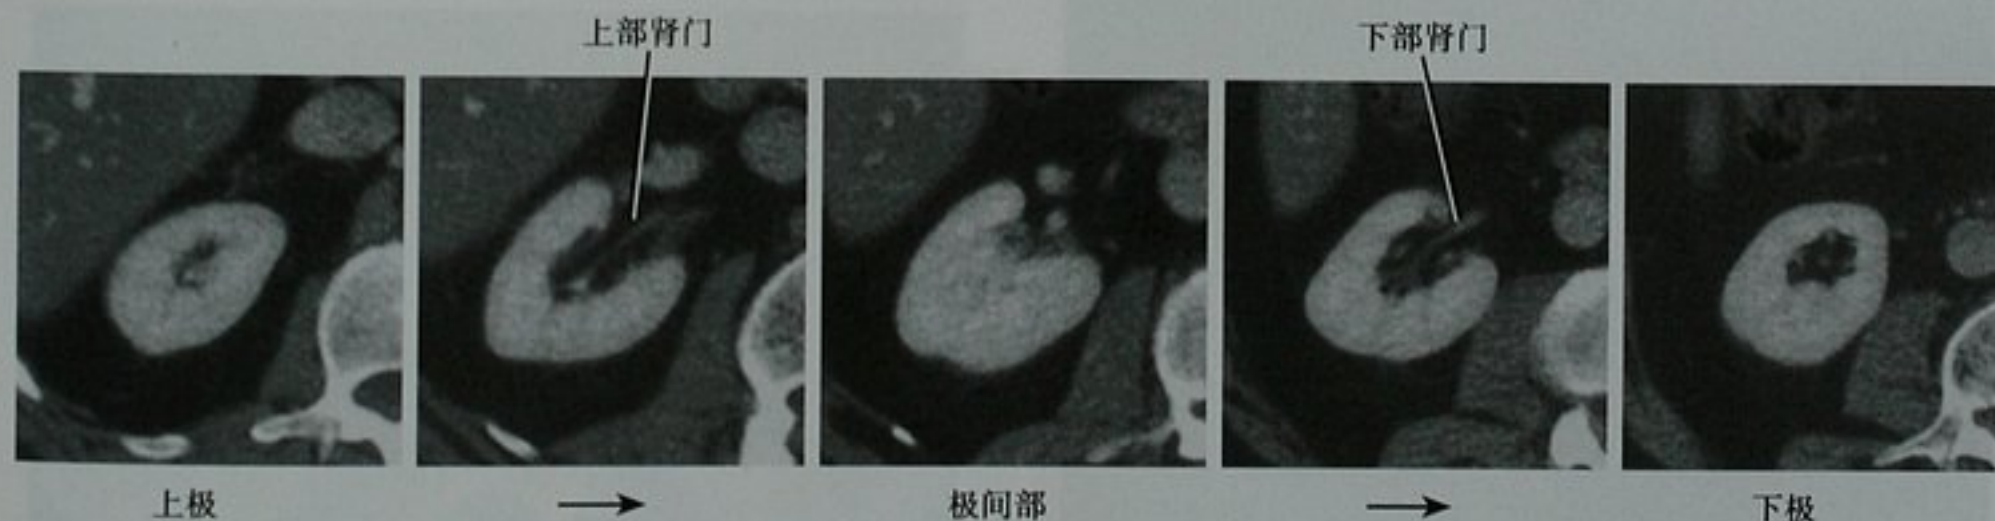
增强 CT 右肾横断位图像显示肾实质带把肾门分为上下两极,与重复肾表现一致
